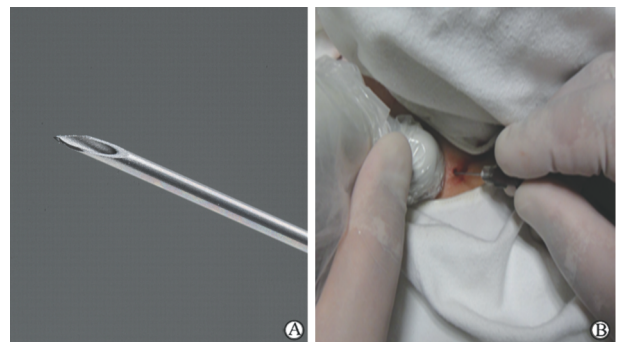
超声引导下22G细针Free-hand穿刺实况
